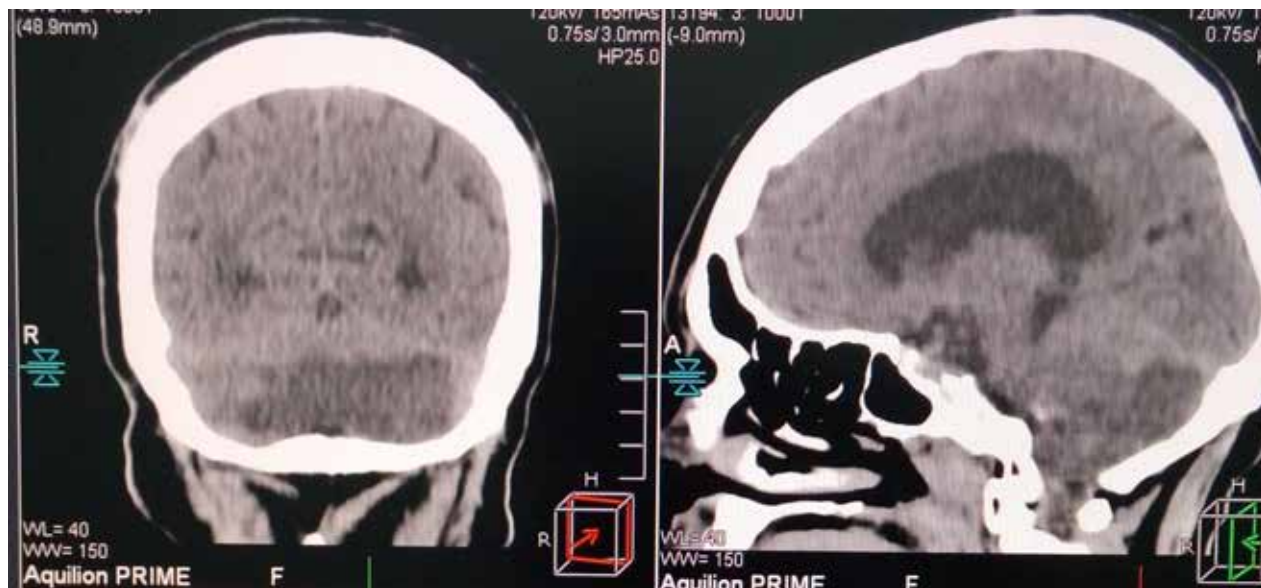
КТ картина ОНМК пациента К.
